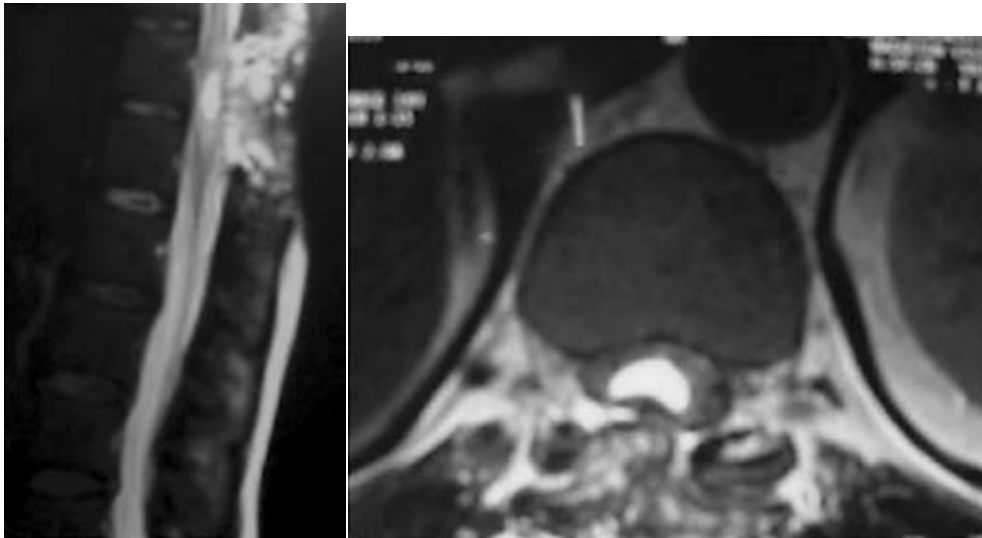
Мужчина 60 лет, постоянно прогрессирующая слабость нижних конечностей, дисфункция кишечника и мочевого пузыря, спастический парапарез, снижение двигательной силы в обеих нижних конечностях. При МРТ головного мозга патологии не выявлено. На МРТ позвоночника определяется четкое интрамедуллярное кистозное поражение в конусе с локальным отеком спинного мозга. Субарахноидальное пространство сужено [15]
